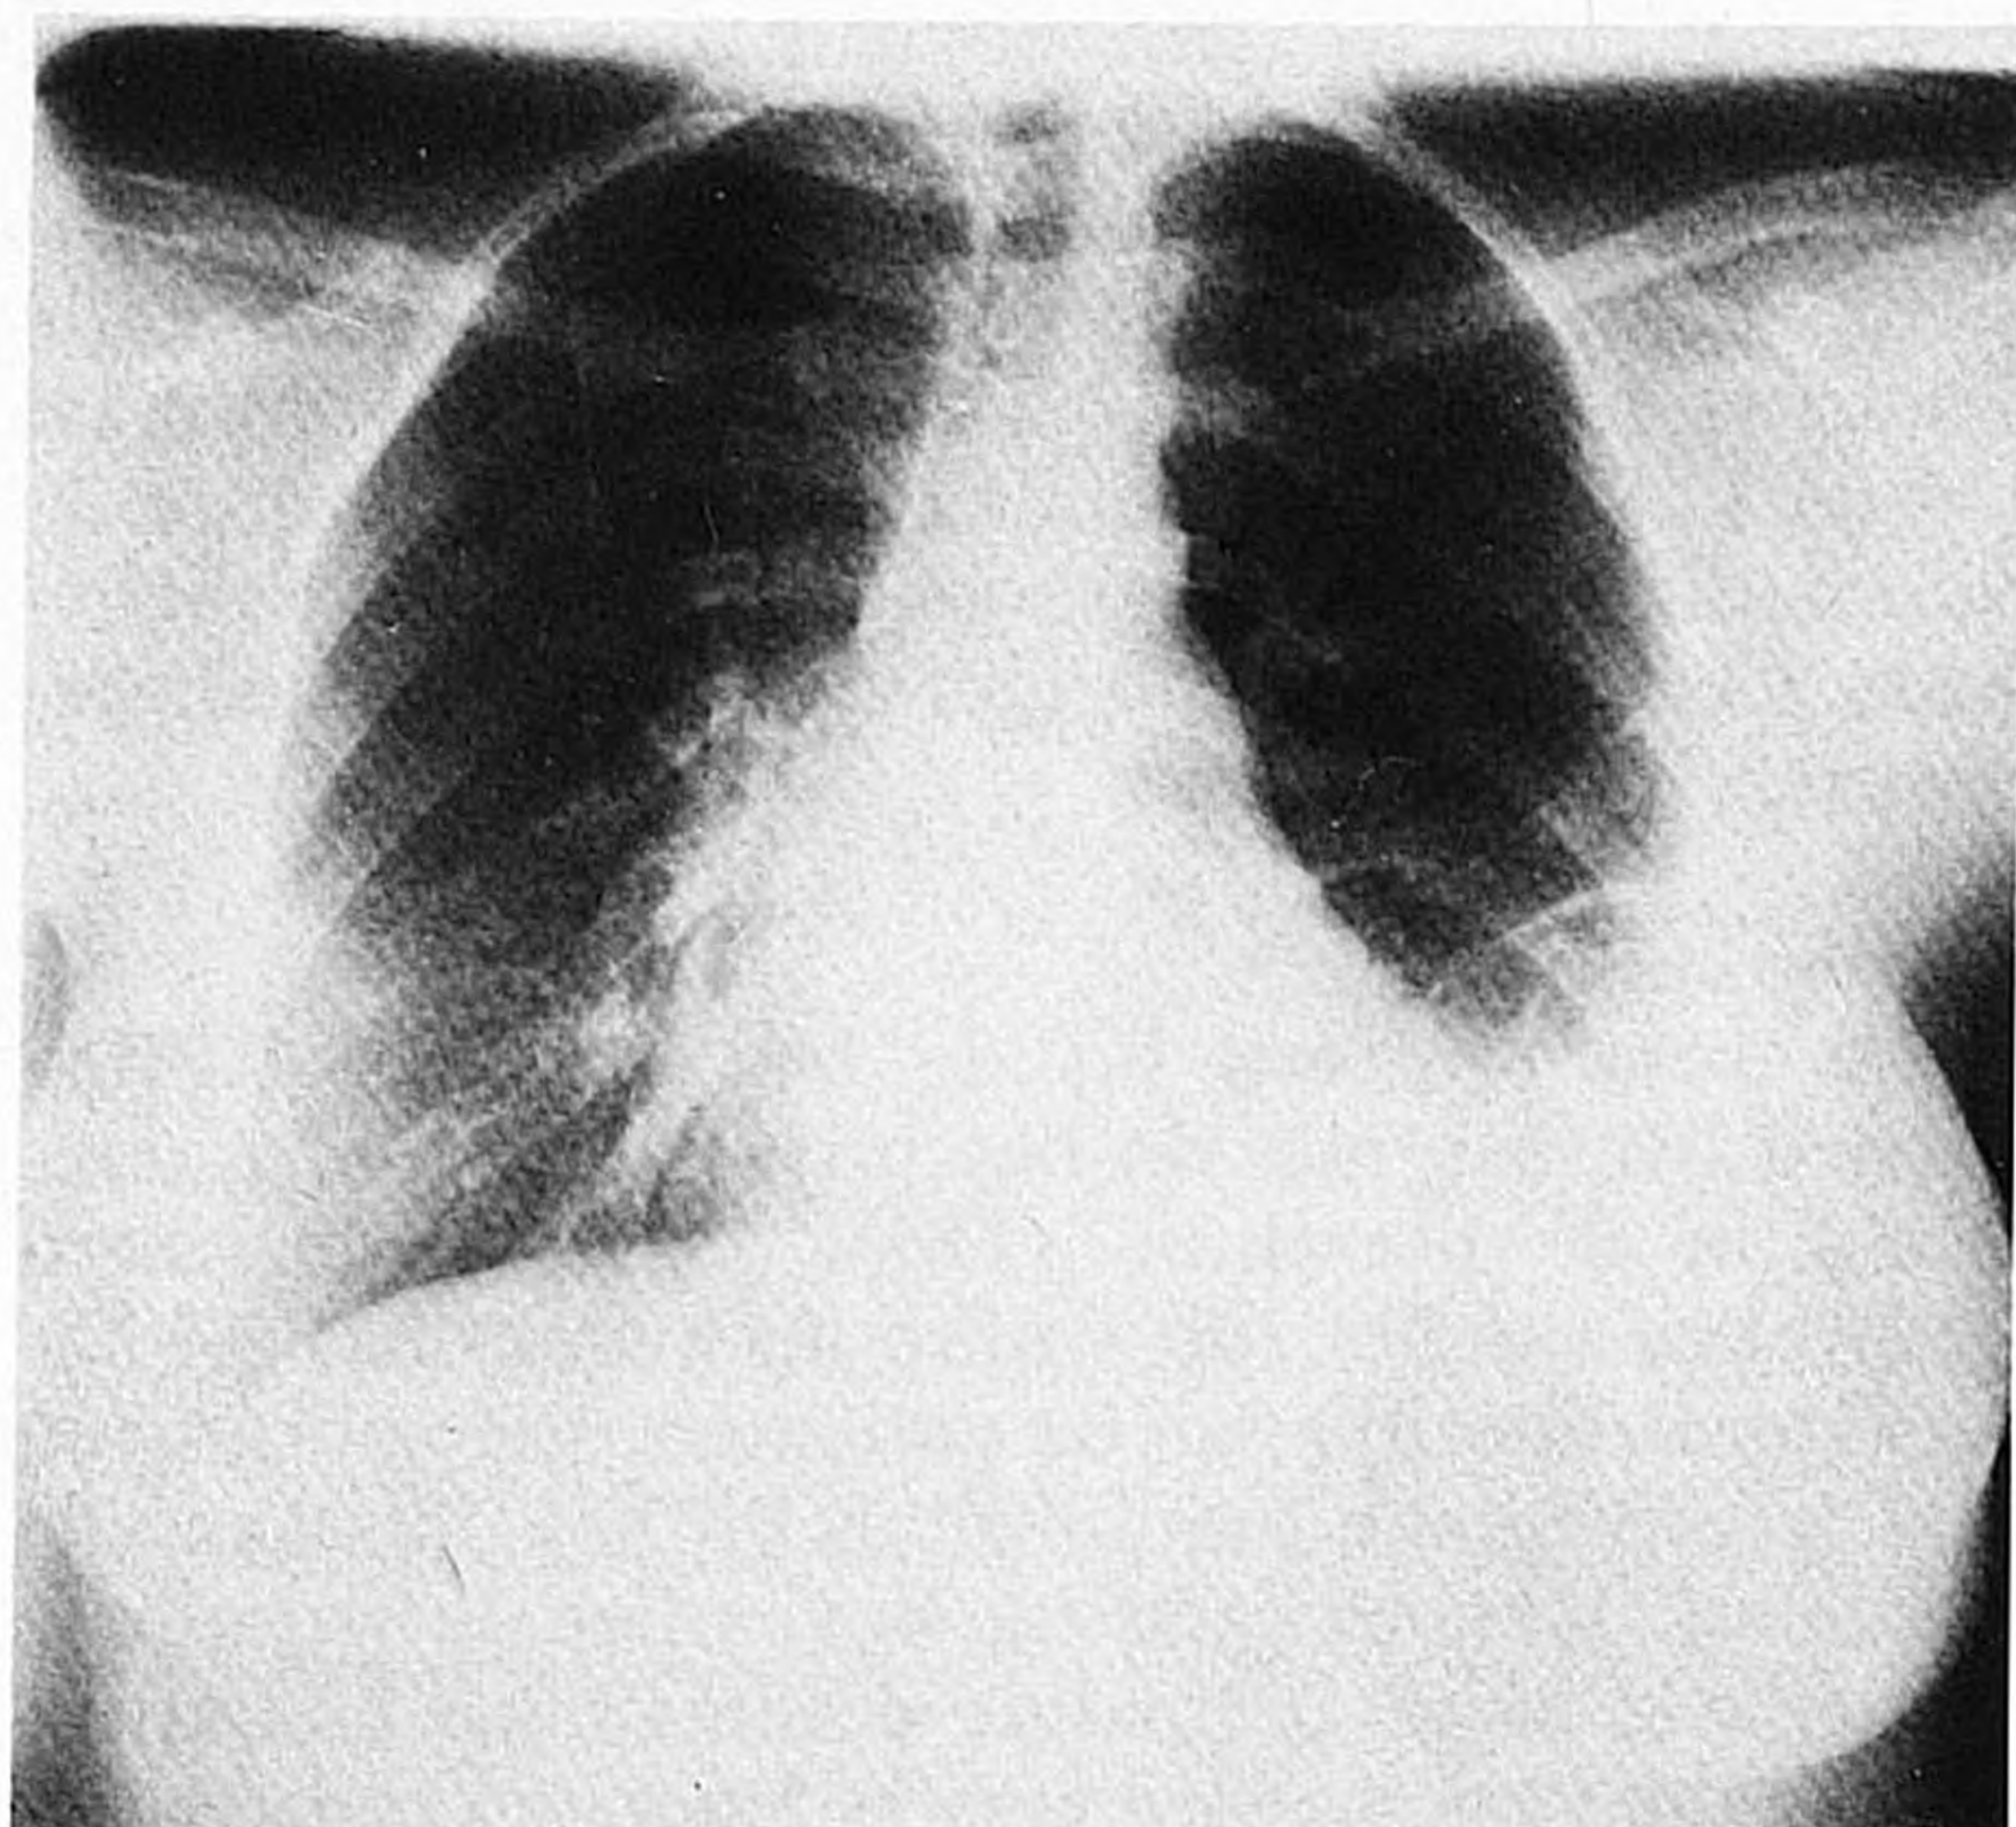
Röntgenfoto's van de thorax van patiënte A (januari 1983).
